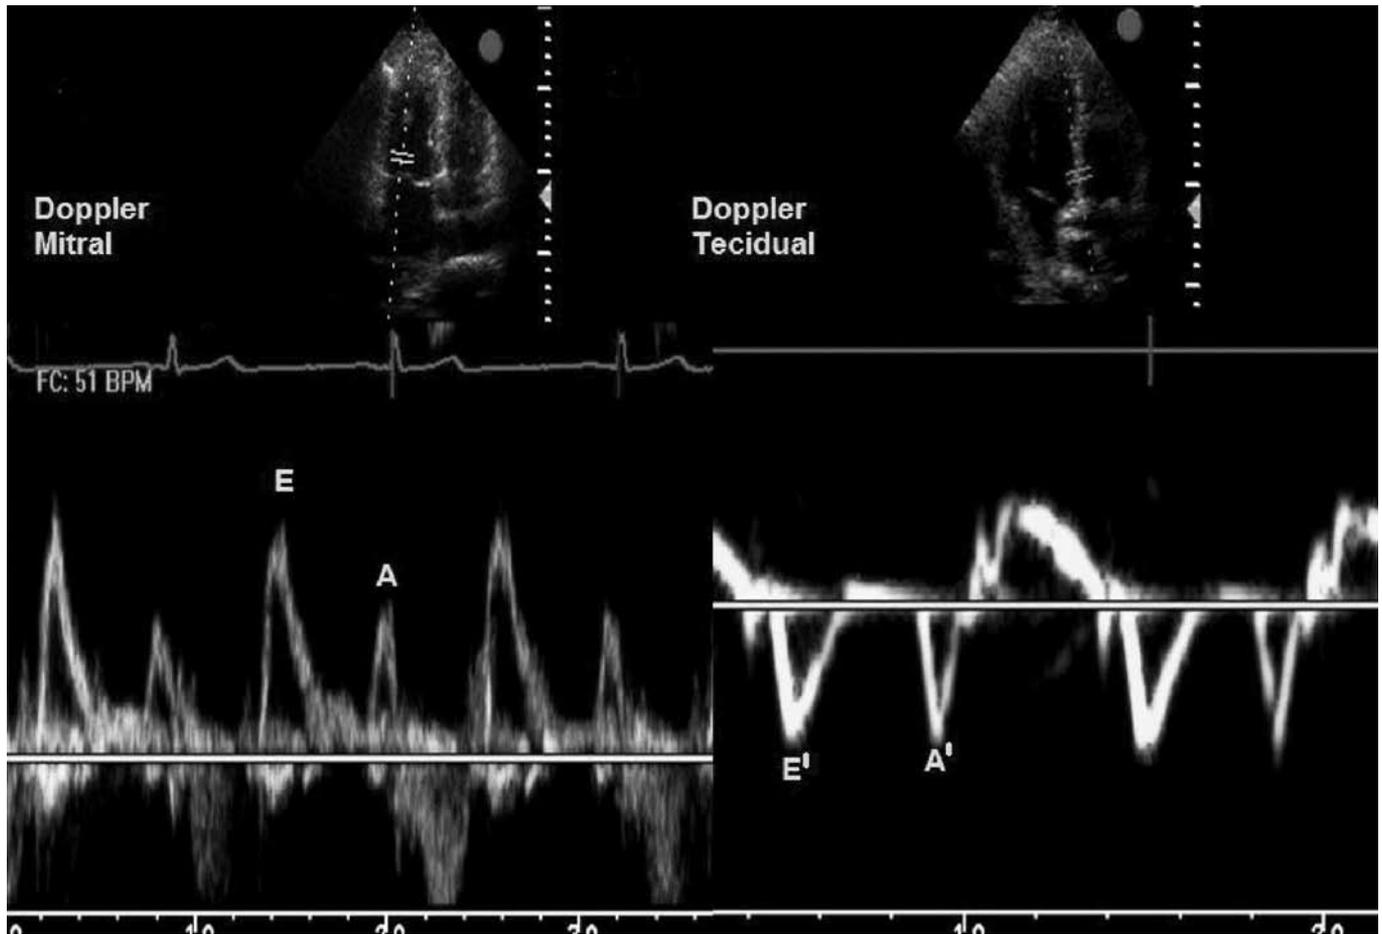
Doppler pulsátil do fluxo mitral mostrando as ondas E e A (esquerda). Doppler tecidual do anel mitral exibindo as ondas E' e A' (direita).
